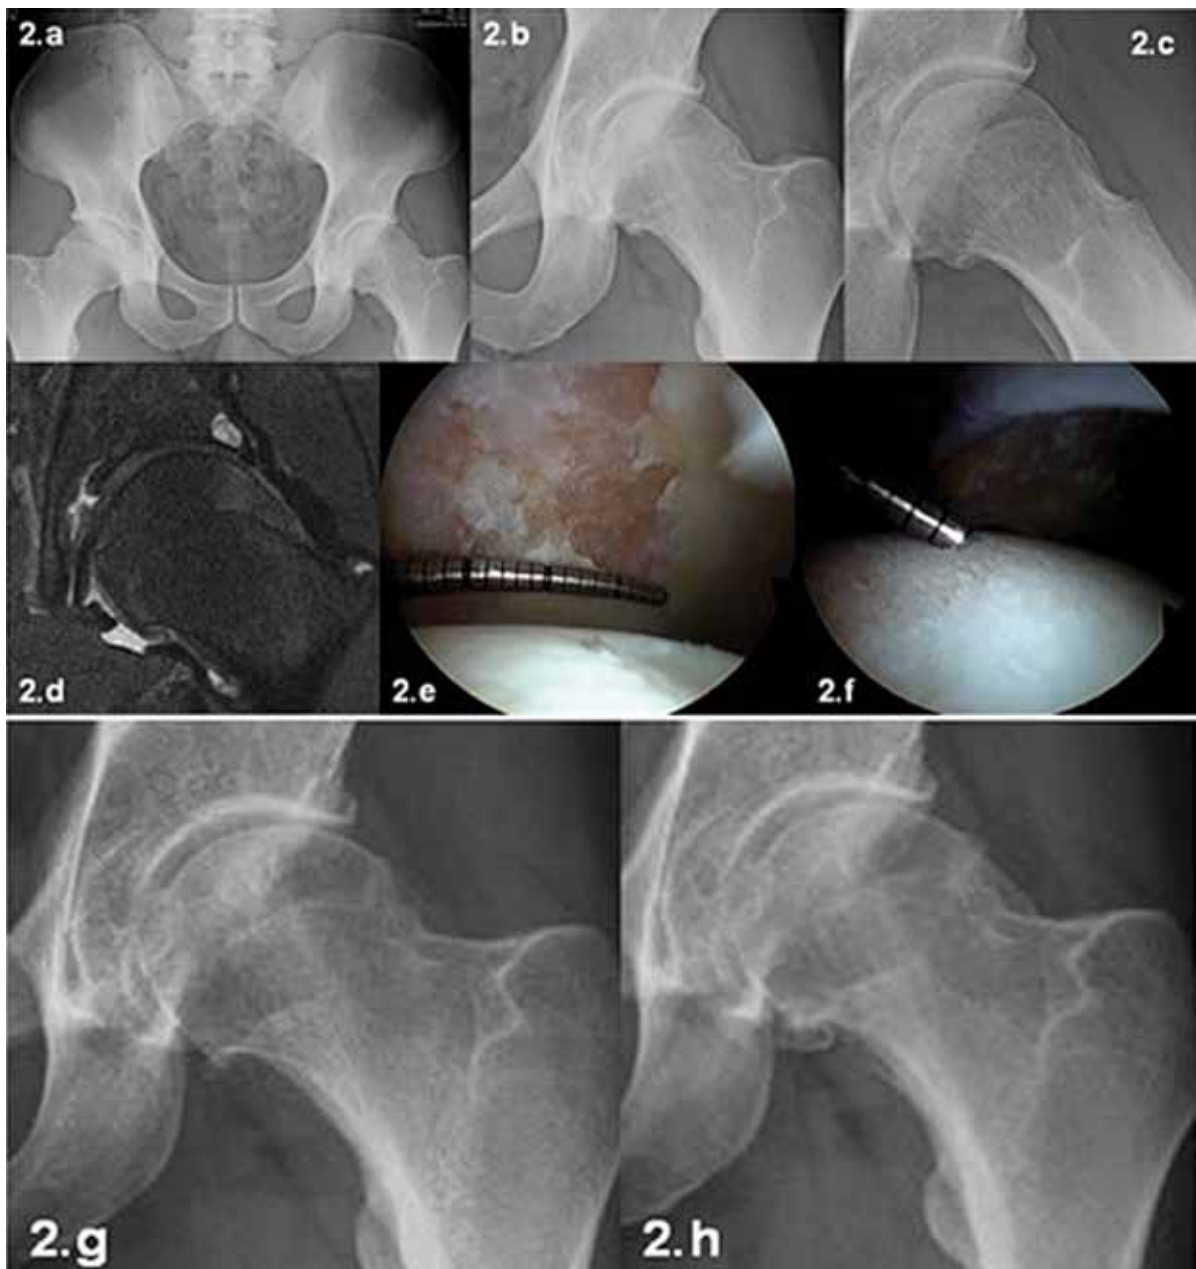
Paciente 32 años, deportista recreativo intenso (triatlón, montañismo). Inicia dolor inguinal a la movilidad, refiere como historia previa haber sido siempre "tieso" en ejercicios de elongación. En consulta médica se constata restricción de rotación interna en flexión de 90 grados y dolor por pinzamiento anterior. La radiografía demuestra un PFA tipo CAM y un pinzamiento del espacio articular en zona articular periférica (2 a, b, c). La Resonancia Magnética (RM) demuestra una lesión del lábrum, lesiones condrales acetabulares y un quiste subcondral acetabular que debe ser considerado como signo de un avanzado daño condral (2.d). Por su joven edad, escasa sintomatología dolorosa y rechazo a una artroplastia de cadera, se realiza una artroscopía de cadera constatando extensos daños condrales de espesor completo en acetábulo (2.e), así como una fibrilación difusa del cartilago en cabeza femoral (2.f). Durante la cirugía se realiza una resección parcial de la lesión degenerativa del lábrum, una condroplastia abrasiva en las lesiones condrales, microfracturas y una osteoplastia femoral. Seis meses posteriores a la cirugía, el paciente presenta escasa sintomatología dolorosa y retoma parte de sus actividades deportivas (bicicleta, montañismo). La radiografía de control a los 6 meses no demuestra cambios significativos respecto a las radiografías preoperatorias (2.g), sin embargo, a los 18 meses del postoperatorio, la radiografía demuestra una clara progresión de la artrosis con estrechamiento mayor del espacio articular y mayor formación de osteofitos (2.h). Pese a estos cambios radiológicos el paciente no presenta una sintomatología dolorosa significativa realizando sus actividades deportivas en forma regular. Este caso clínico demuestra que si bien mediante la artroscopía de cadera se puede lograr un alivio transitorio de la sintomatología dolorosa, en casos de avanzados daños condrales no es posible cambiar el curso de la enfermedad y la progresión hacia la artrosis de cadera.
